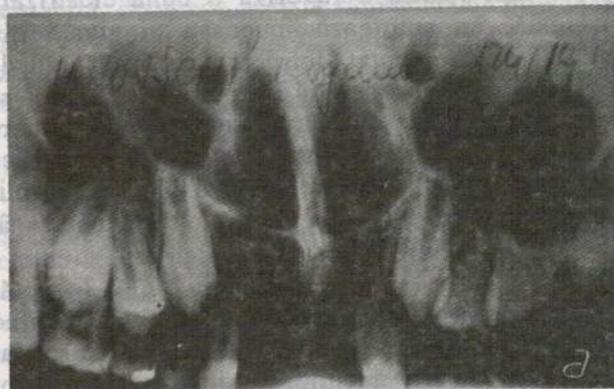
Replantarea posttraumatică a doi incisivi centrali superiori, cu păstrarea pulpei dentare. a - aspect radiografic la 3 ore după avulsia traumatică a lui 1.1. și 2.1.; b - la 6 luni după replantare dinții nu prezintă fenomene de necroză, iar membrana periodontală este integră.
